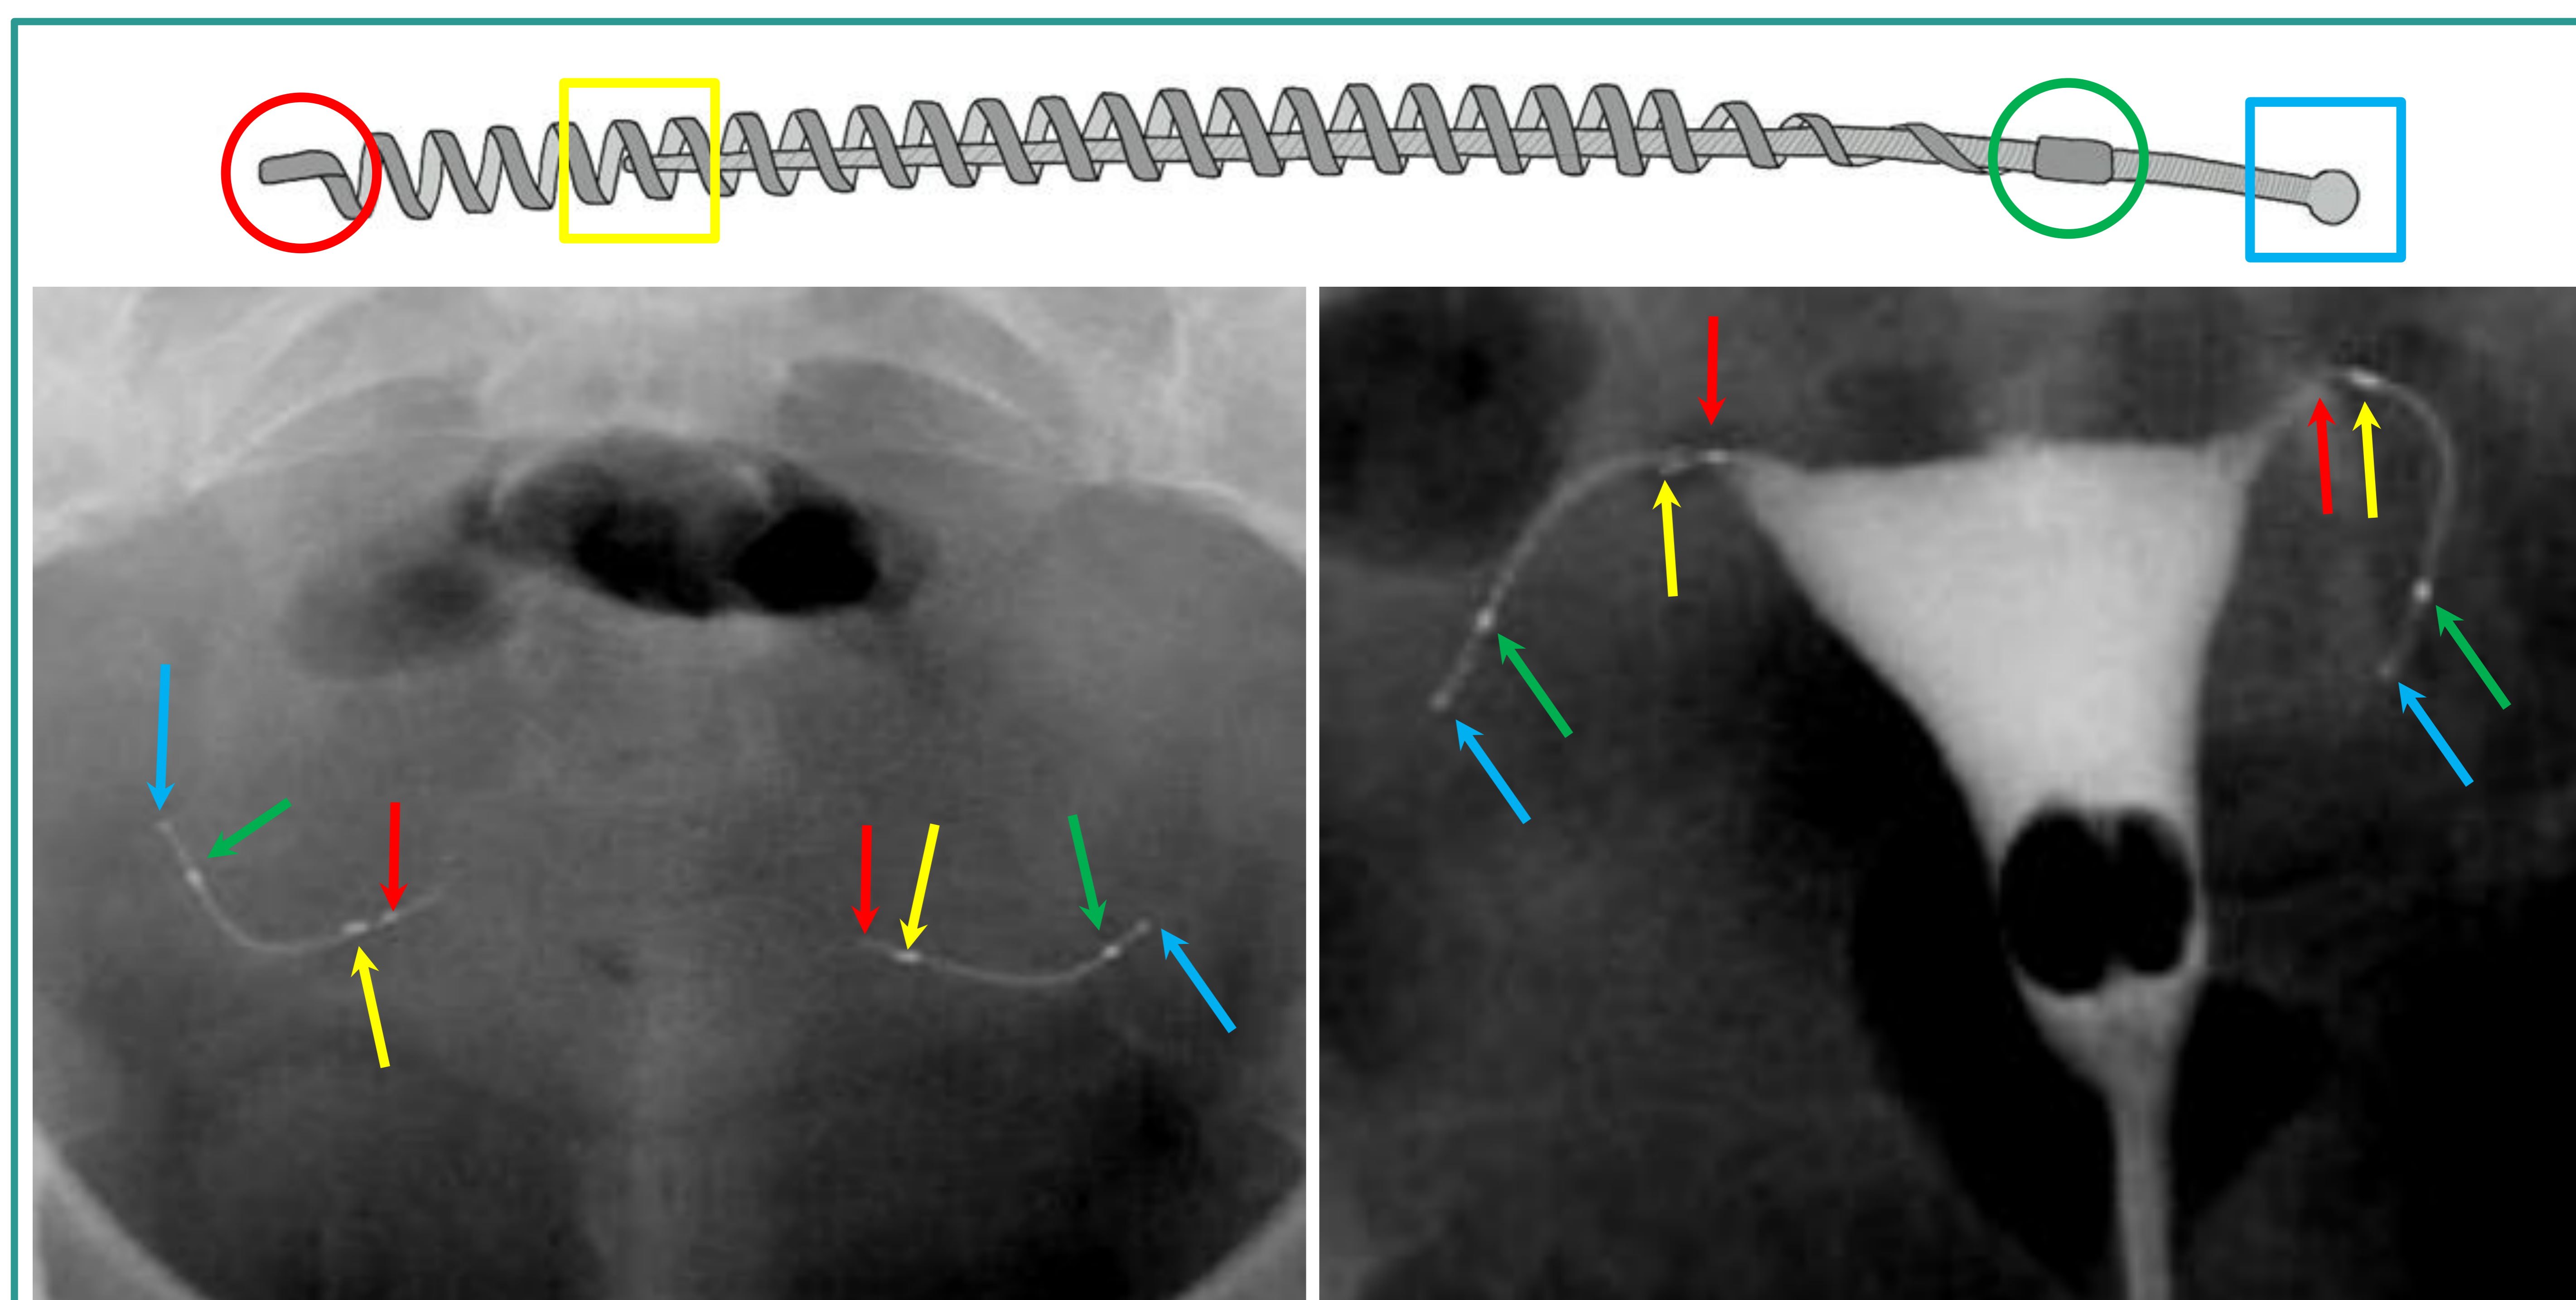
ausencia de permeabilidad tubárica en paciente con dispositivos Essure bilaterales, visibles en la radiografía simple (izquierda) y en la histerosalpingografía (derecha).
